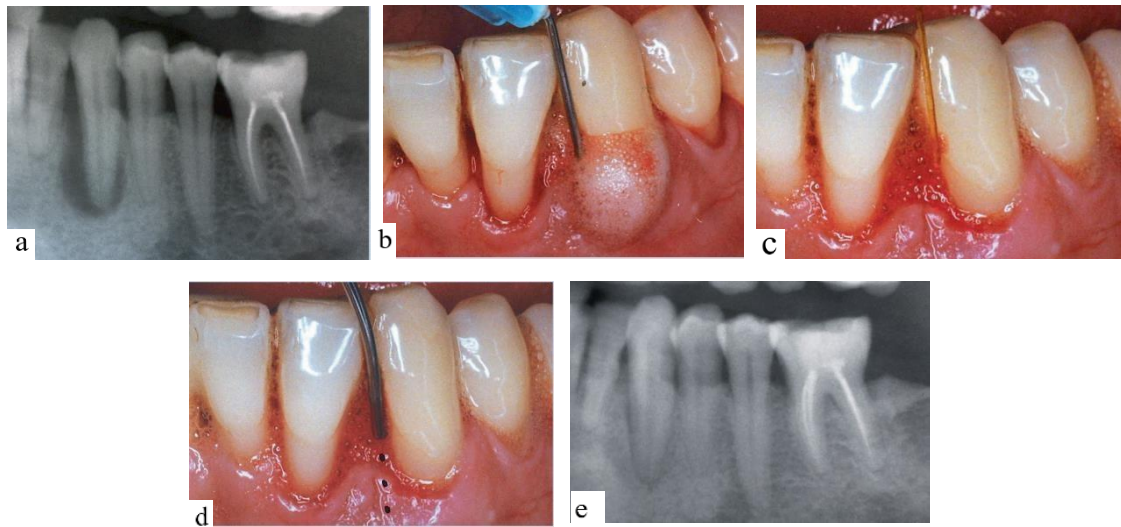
Suivre d'un cas clinique traité au laser Nd:YAG (a) Radiographie post-curetage et décontamination ultrasonique sous chlorhexidine. (b) Dépôt d'eau oxygénée à 10 volumes avant irradiation laser. (c) Introduction de la fibre laser dans la poche avec émission par rafales et mouvement continu. (d) Radiographie à 4 mois montrant l'évolution après traitement laser assisté. (e) Radiographie à 4 mois montrant l'évolution après traitement laser assisté. (Rey, 2010)
